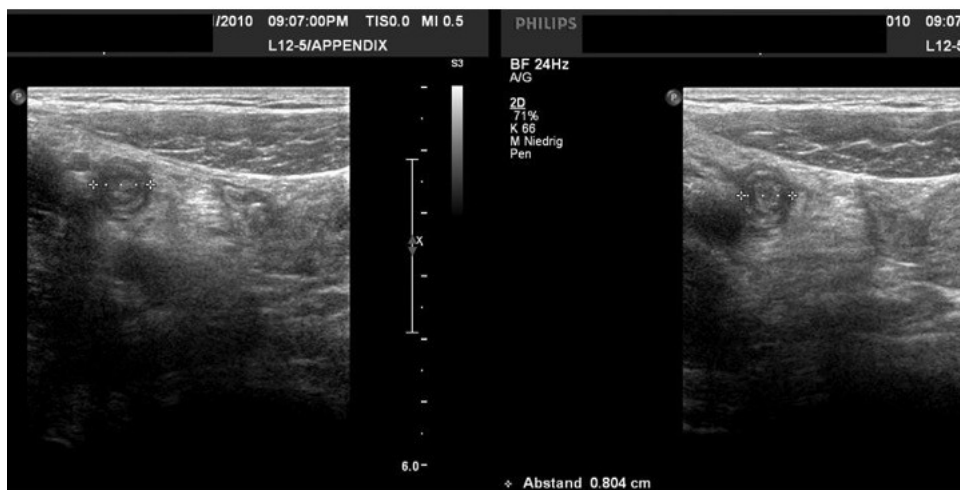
Sonografiebild phlegmonöse Appendix 2
